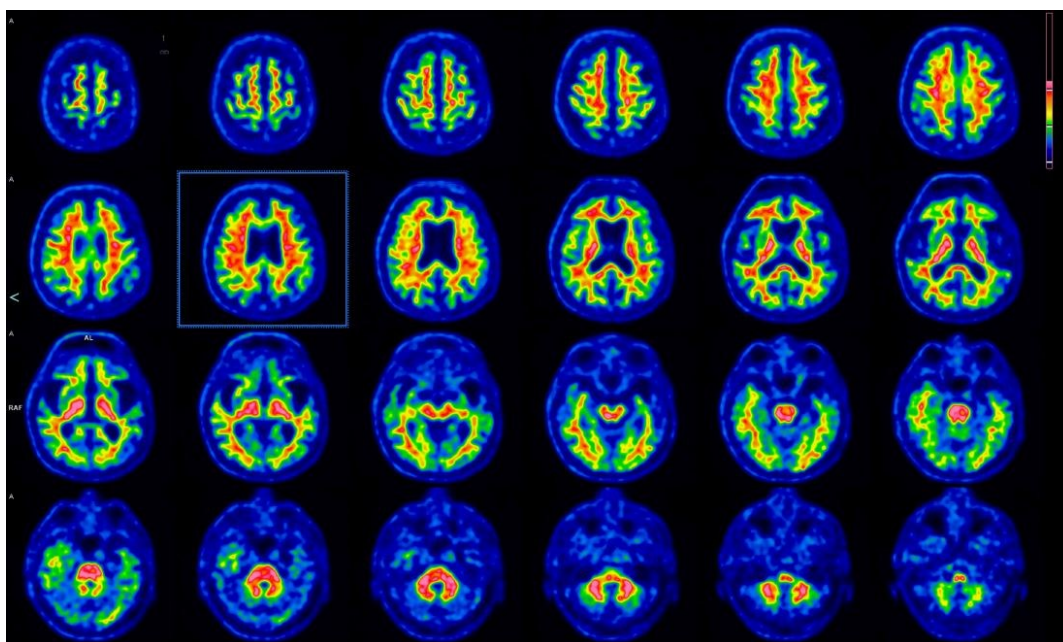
esempio di immagini PET qualitativamente negative. M, 82 anni, CL= - 41,70
